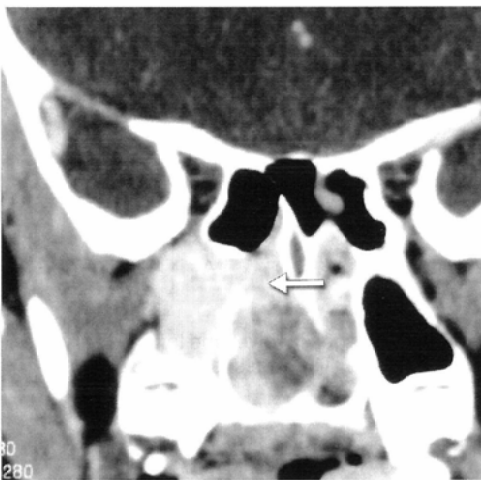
Juvenile angiofibroma. Enhanced CT shows an enhancing nasal mass, extending outside the nasal cavity from the sphenopalatine foramen (arrow).
